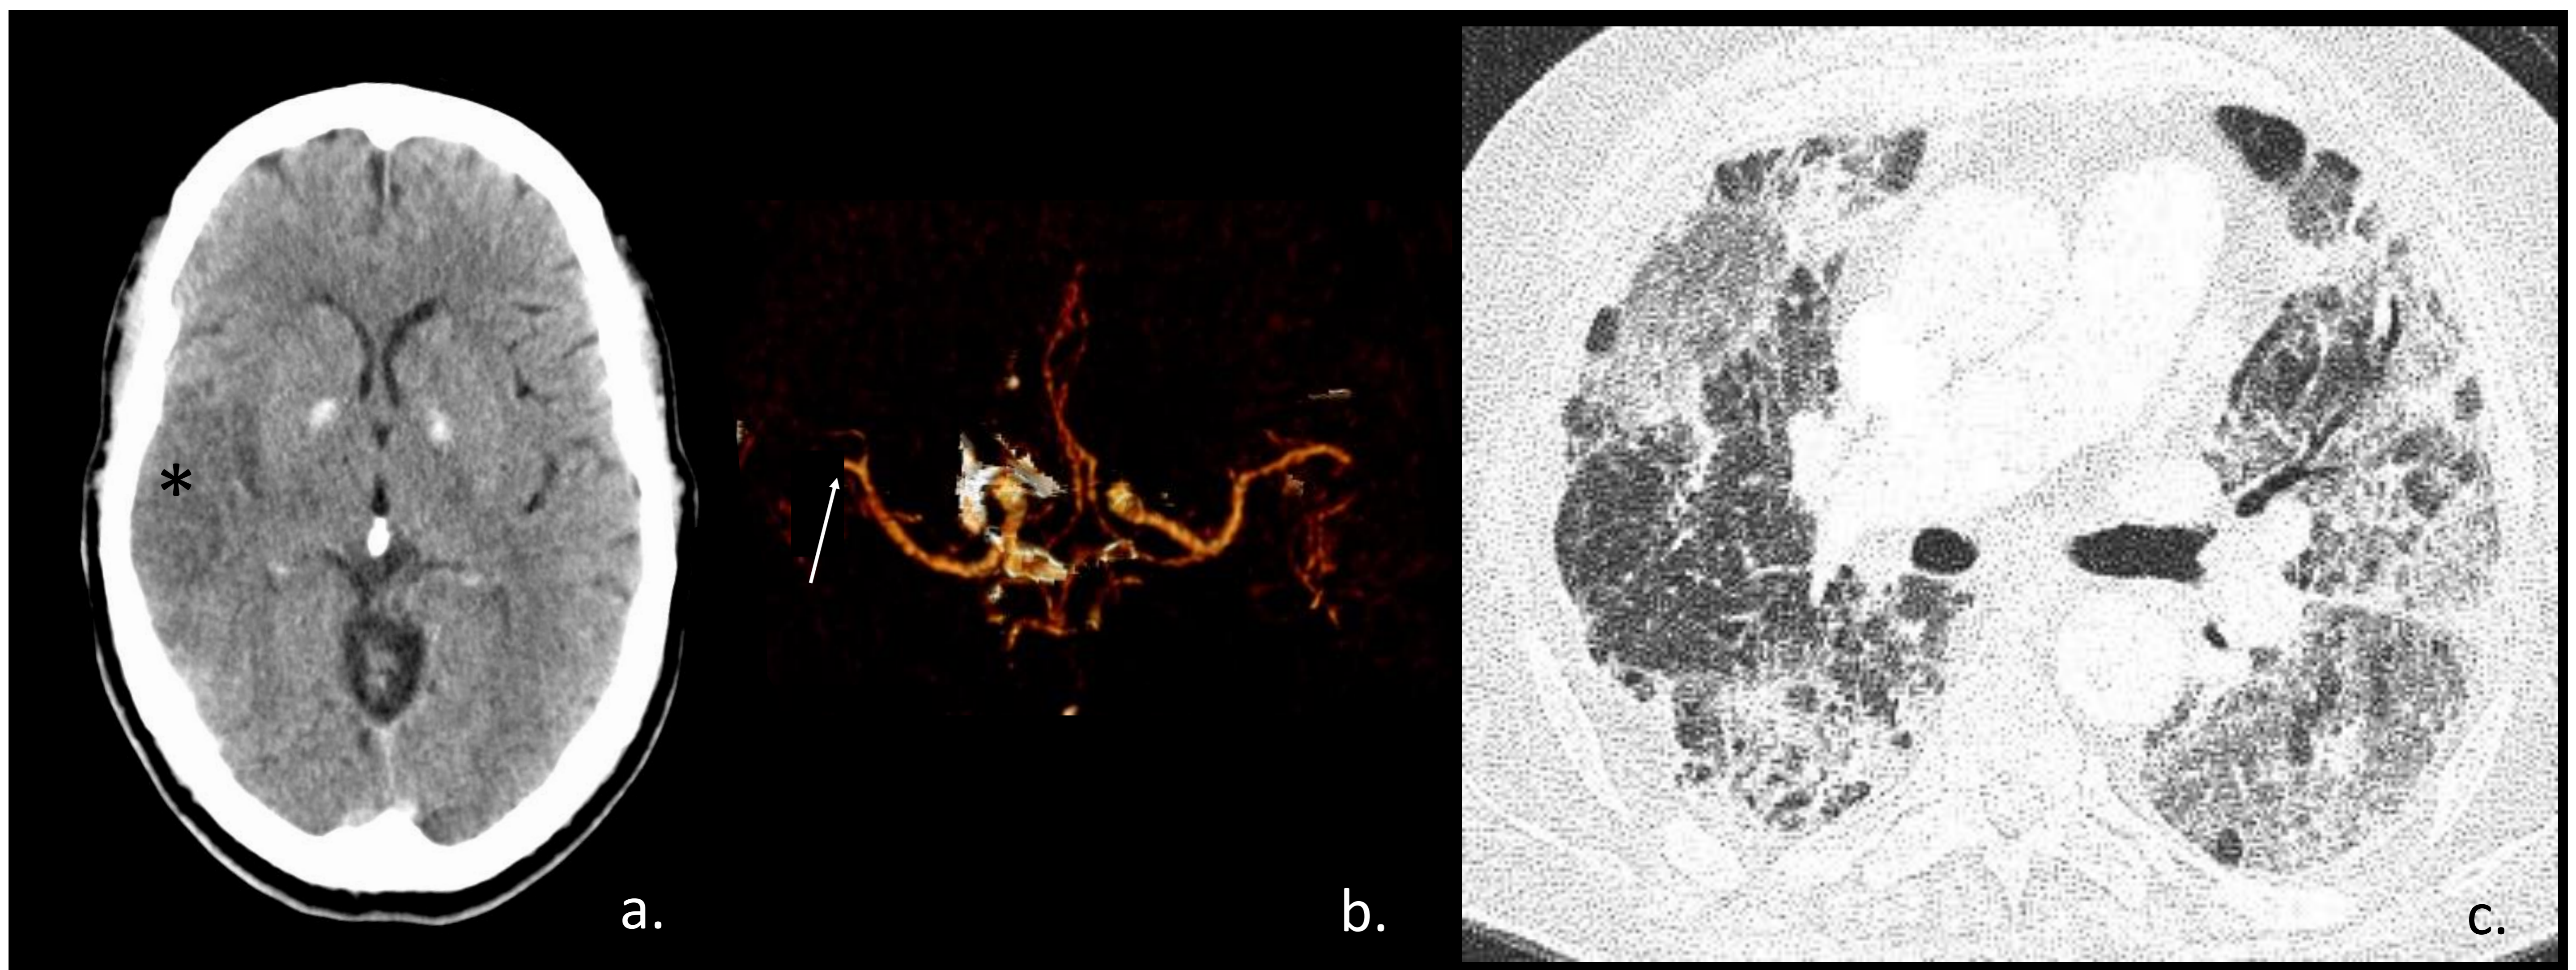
Varón de 77 años con neumonía COVID-19, presenta clínica de paresia facial y braquial izquierda. TC craneal sin contraste iv (a). Lesión hipodensa cortico subcortical en hemisferio cerebral derecho compatible con isquemia aguda en territorio de la arteria cerebral media derecha (\*). TC con contraste iv, polígono de Willis con reconstrucción 3D (b) se observa obstrucción del segmento M2 derecho. (flecha). TC pulmón ventana de pulmón se aprecian áreas extensas de patrón en vidrio deslustrado y en empedrado bilaterales.
